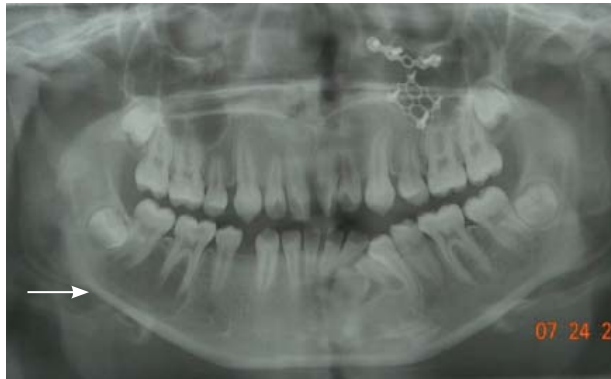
Ortopantomografía que muestra una lesión radiolúcida en el cuerpo mandibular asociada con los ápices de los órganos dentarios 46 y 47.
